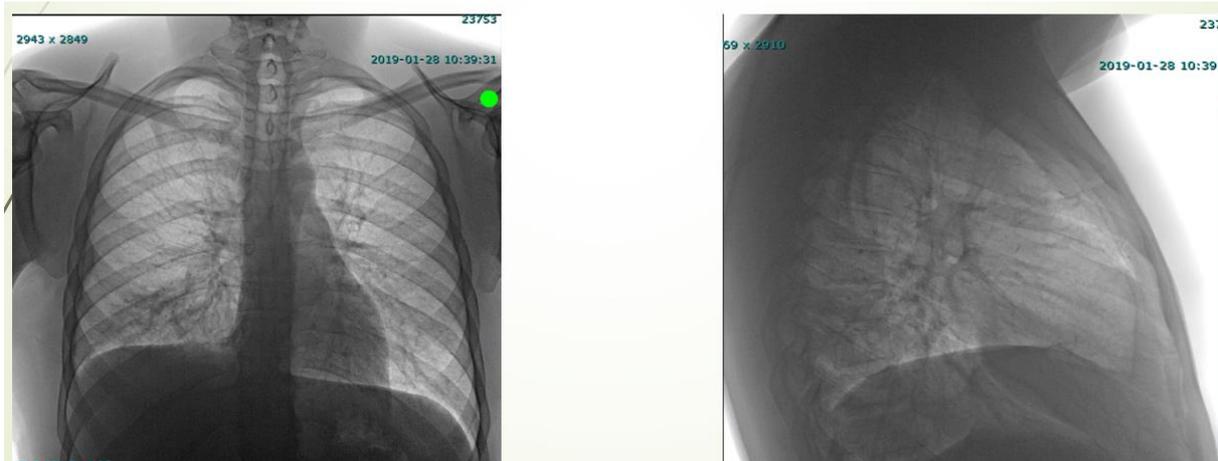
Рентгенограммы груди пациента Ц., 22лет перед выпиской из клиники (данные травмоцентра I уровня ГБУЗ АО АОКБ)
